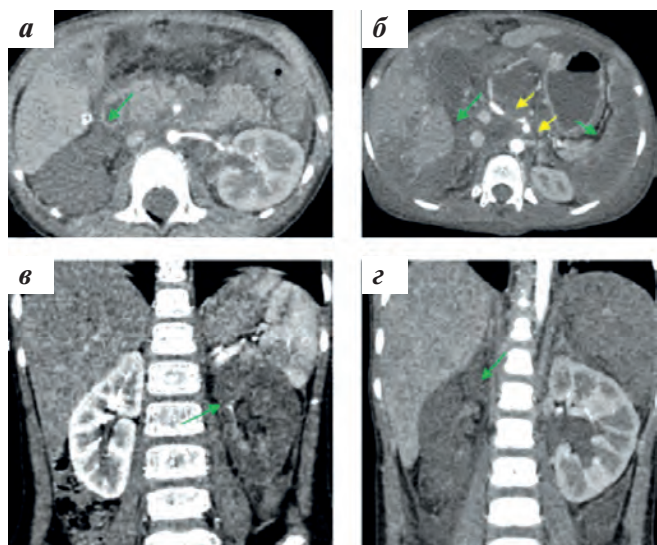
Послеоперационные осложнения у пациентов с факторами риска абдоминальной локализации (вовлечение брюшного ствола, инвазия в почечные ножки, вовлечение аорты). МСКТ с контрастным болюсным усилением (собственные данные): а — аксиальная проекция, зеленая стрелка — отсутствие контрастирования, ишемическое повреждение правой почки; б — аксиальная проекция, зеленые стрелки — отсутствие контрастирования, инфаркт селезенки, печени, асцит; желтые стрелки — рентгенологический симптом прерывания печеночной и селезеночной артерий; в, г — коронарные проекции, КТ-признаки нарушения кровообращения почек вследствие повреждения сосудов, отсутствие контрастирования паренхимы почек
